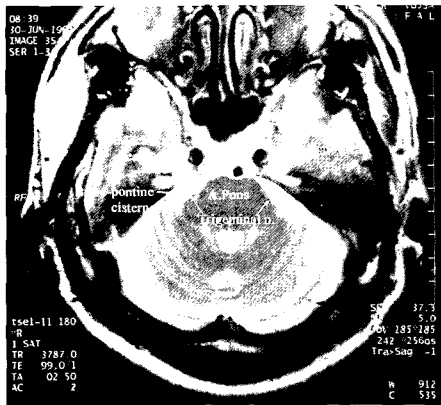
An axial T2 weighted MR image shows trigeminal nerve in pre-pontine cistern and Meckel's cavity/cavernous sinus part.
